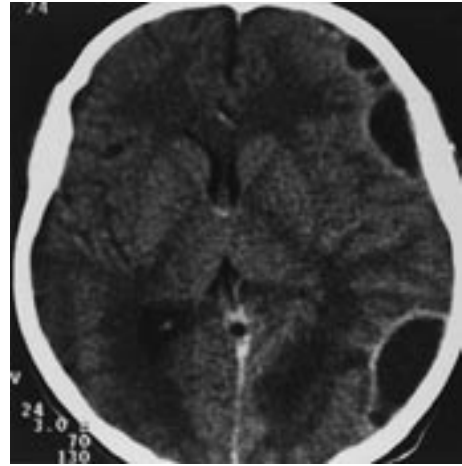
Tomografia computadorizada craniana com contraste demonstrando lesões hipodensas nas regiões frontal e parietal esquerda, correspondendo à empiema subdural por sinusopatia.
